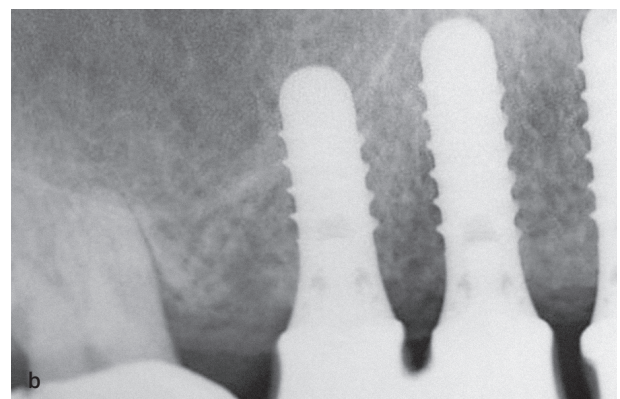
б Клінічне та рентгенологічне зображення періімплантатного мукозиту. Зондування періімплантатних борозен спричиняє кровотечу, у той час як рентгенологічно втрата не виявляється.
